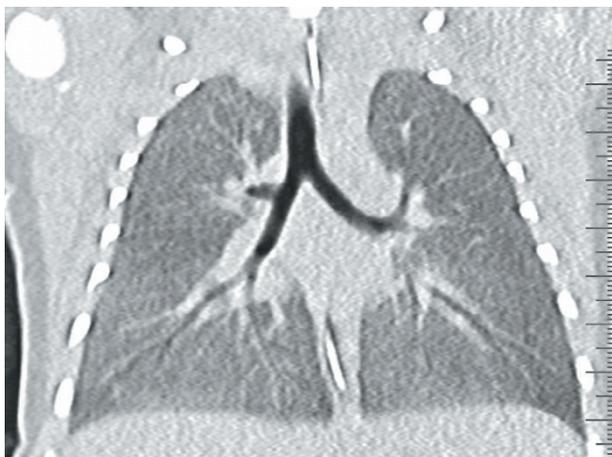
2: TC torace a sei giorni di vita. *Chest CT at 6 days of age.*
